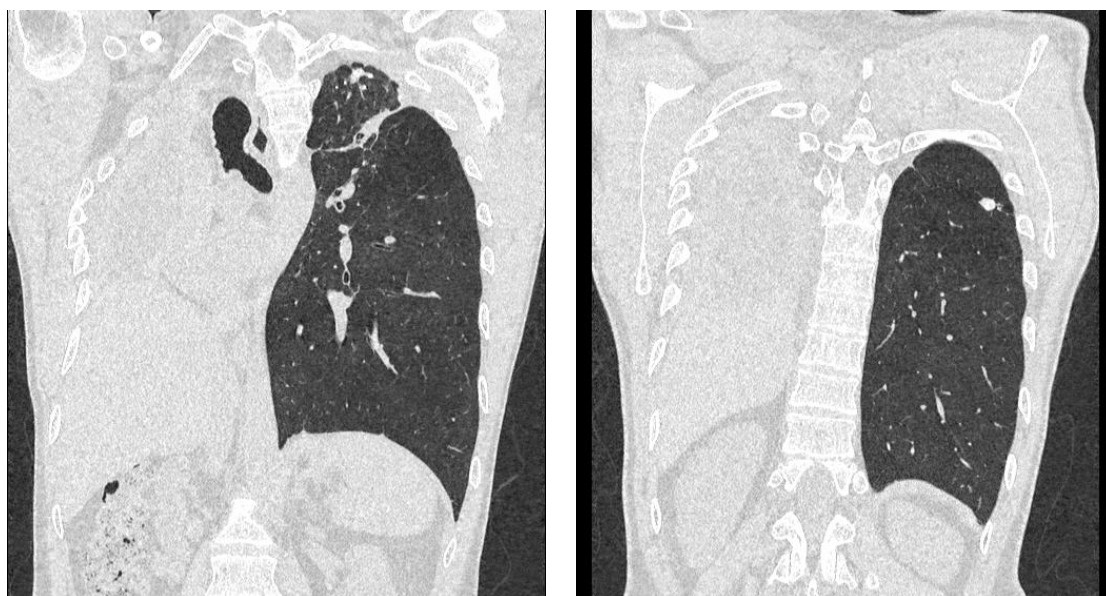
Компьютерная томография органов грудной клетки при переводе в III ГДН.
